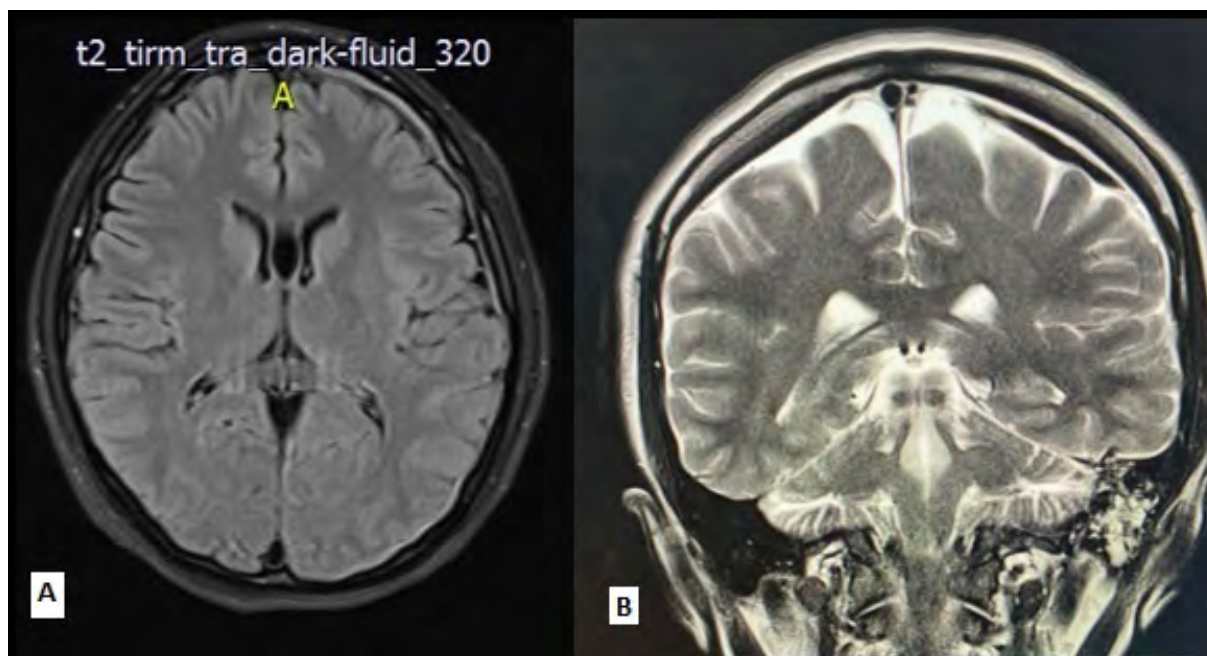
a. Secuencia T1 en corte axial. b. Secuencia T2 en corte coronal. Imagen por resonancia magnética que muestra hematoma subdural laminar frontal izquierdo.
